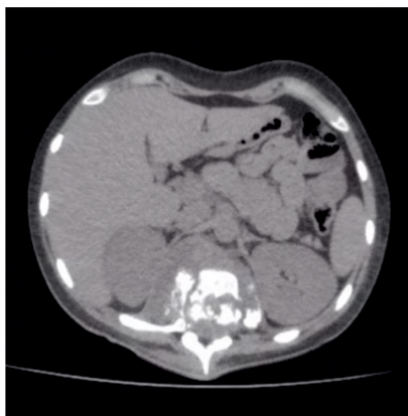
Exame de Tomografia Computadorizada de abdome com formação sólida expansiva localizada entre os corpos vertebrais, com extensão para muro posterior e canal vertebral, associado a erosões ósseas destes corpos vertebrais.
